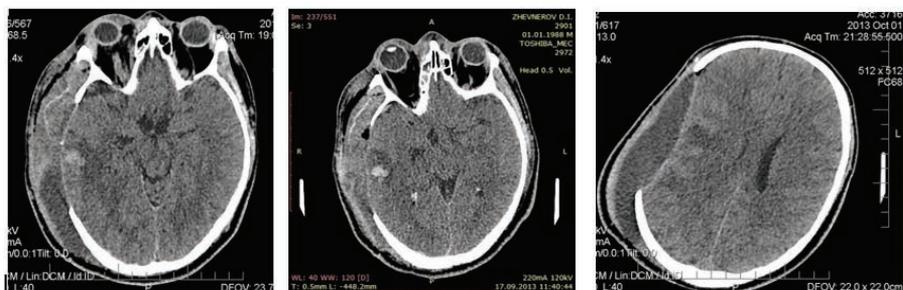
КТ головного мозга пациента Ж., 25 лет, после трепанации черепа через трое суток с момента поступления
